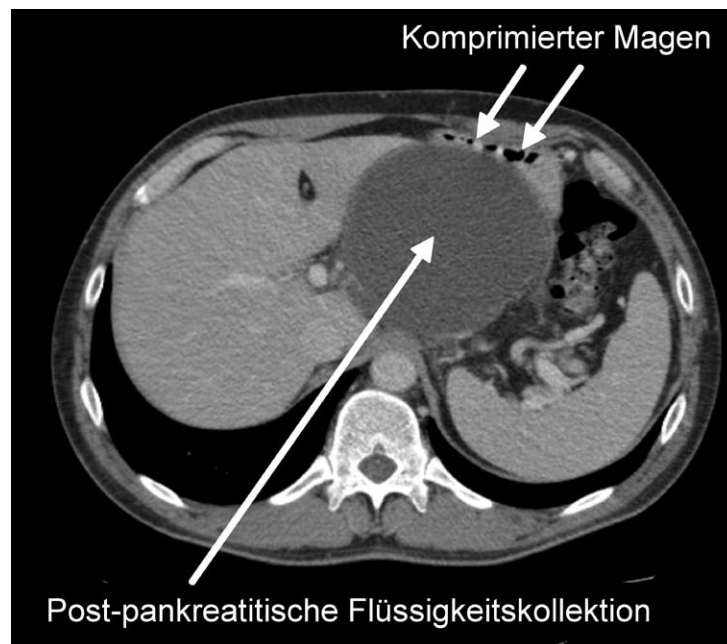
CT am 36. Tag nach Symptombeginn
